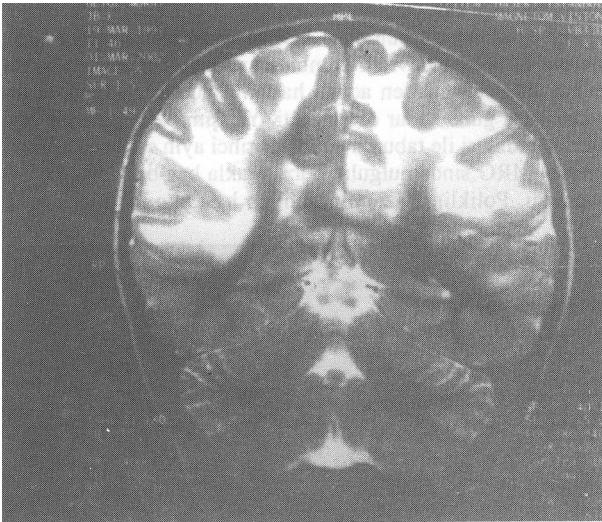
Olgu 1'de kranial MRG'de T2'de bilateral hiperintens odaklar.
